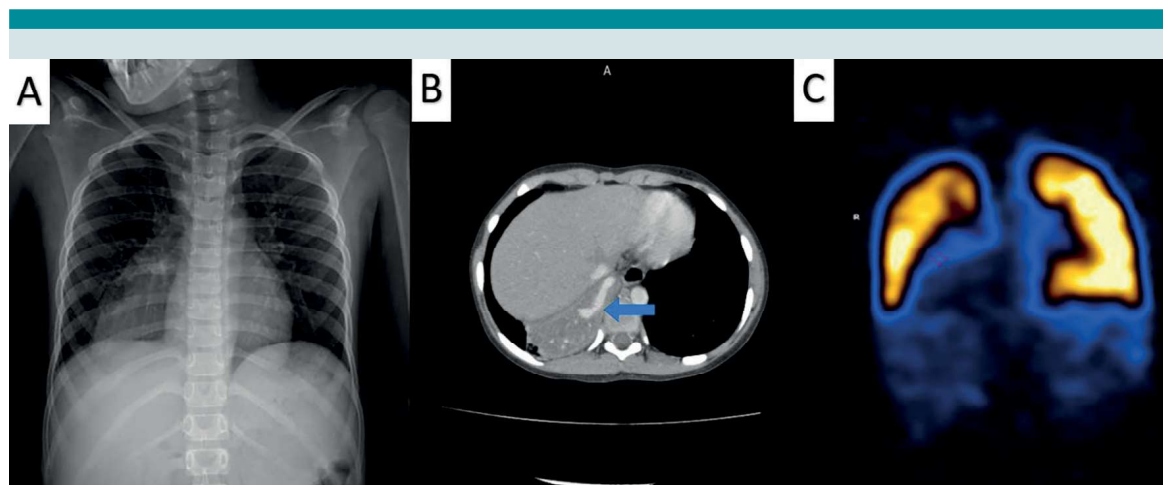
A. Radiografía de tórax con imagen hiperlúcida, no hipertensa basal derecha. B. AngioTAC donde se observa vaso arterial proveniente de aorta abdominal que irriga secuestro pulmonar. C. Gammagrama pulmonar perfusorio donde se observa ausencia de perfusión en lóbulo inferior derecho.
